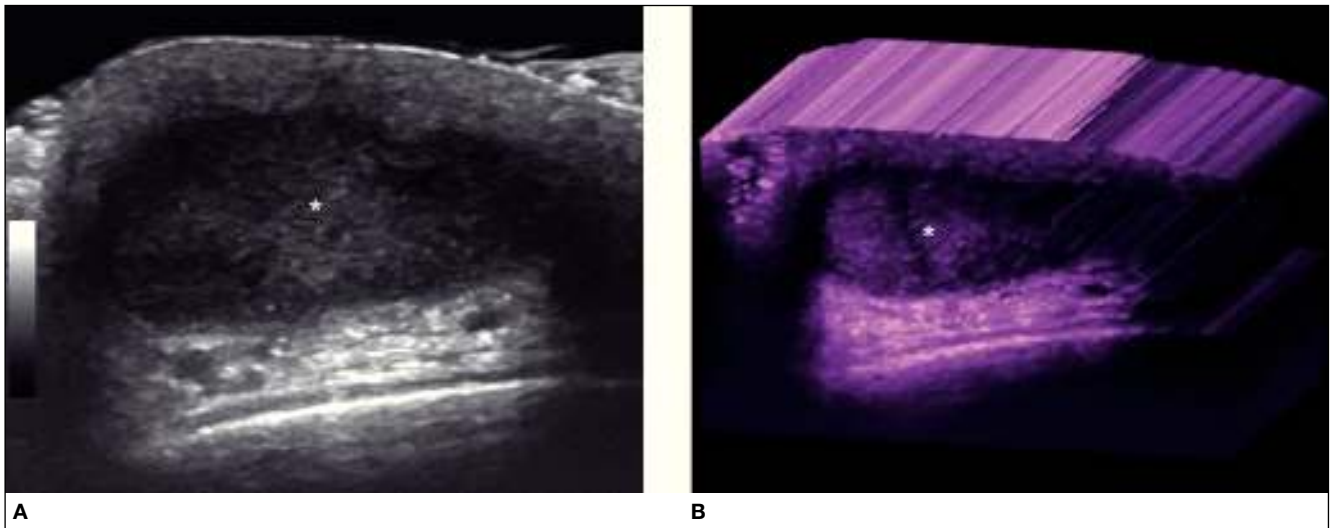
Quiste tricolémico. Ecografía de cuero cabelludo. A) Escala de grises. B) Reconstrucción 3D. Demuestran una formación ovalada hipocóica (*) dérmica y subcutánea en el cuero cabelludo.
